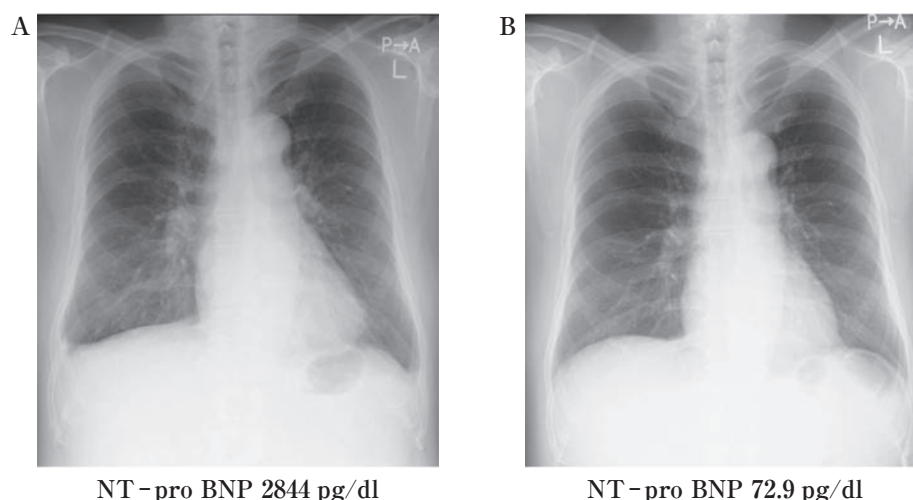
来院時(A)と心不全改善後(B)の胸部X線写真, NT-proBNP値
